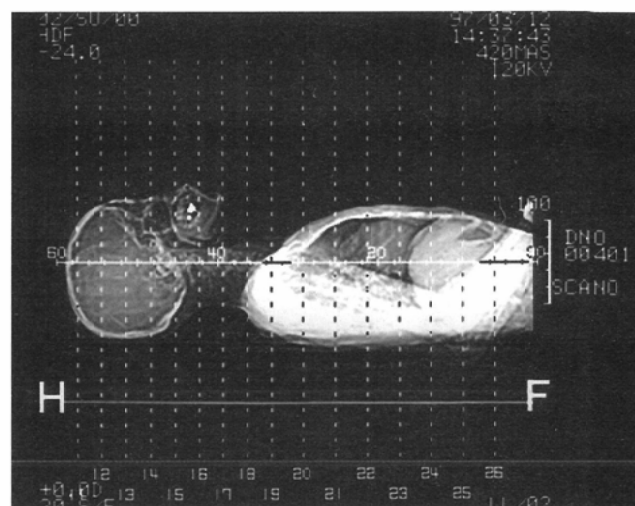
CT measurement of body thickness.
